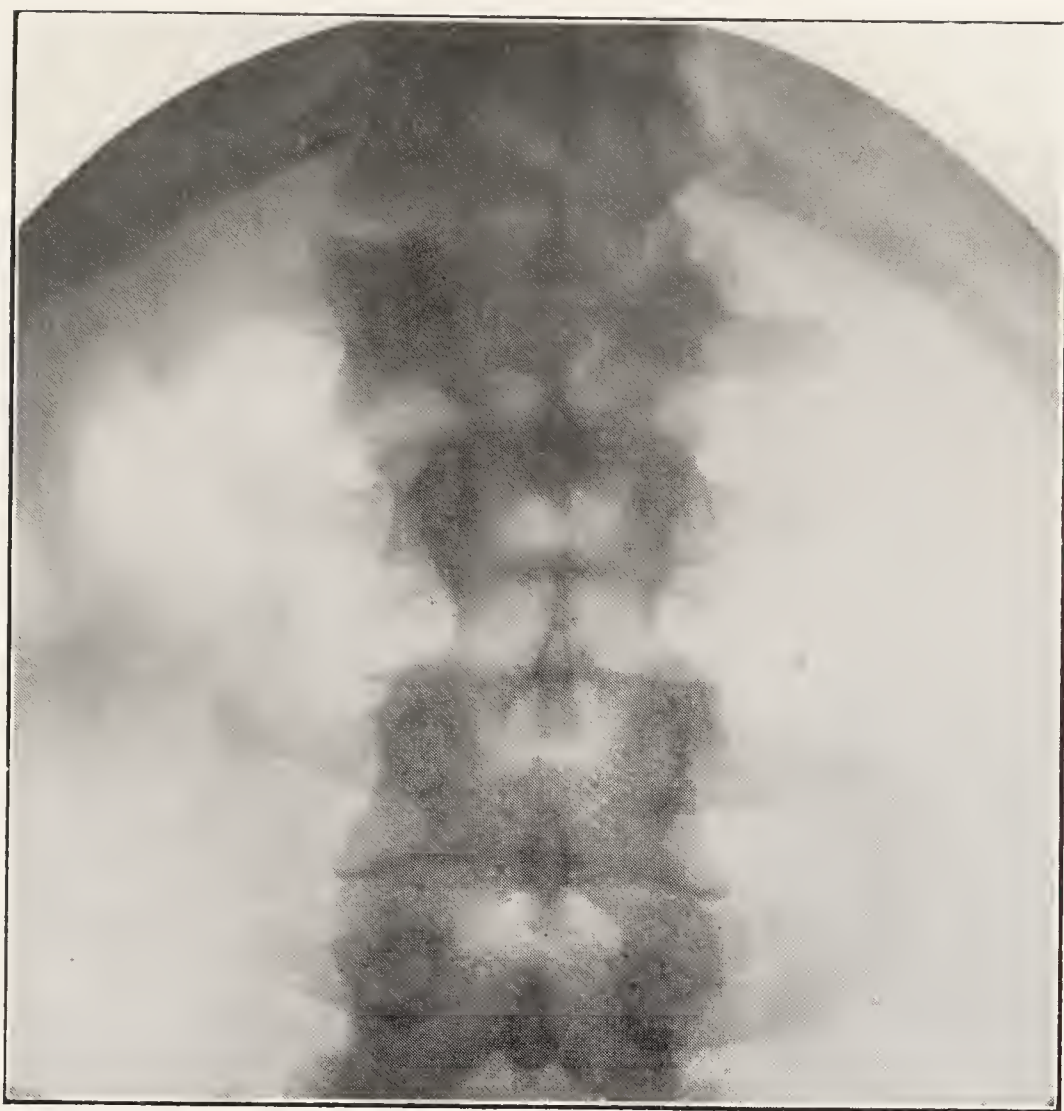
(A). — Fracture du corps de la 1<sup>re</sup> lombaire, élargissement de l'ombre vertébrale : trait de fracture oblique de haut en bas et de gauche à droite. Radiographie de face. (Val-de-Grâce).
